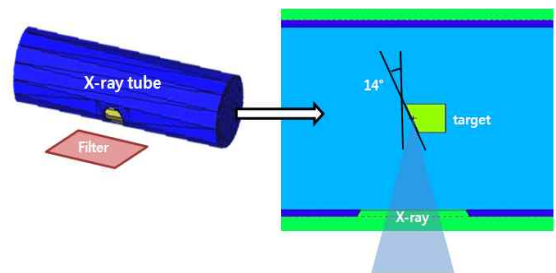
X-ray tube & target in CBCT system.
